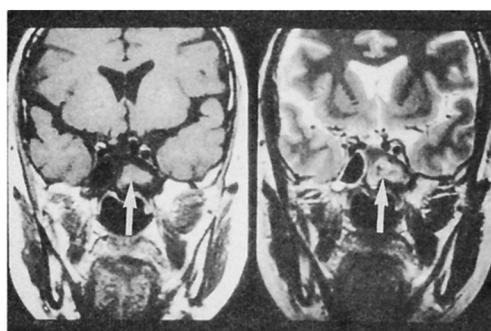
Left:T1 weighted MRI showing high signal intensity mass.
